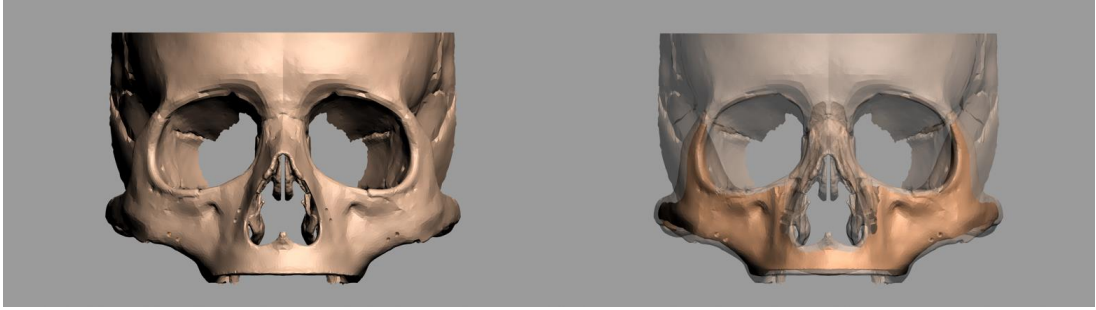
Tomografi görüntülerinin 3D-doctor yazılımına aktarılması
